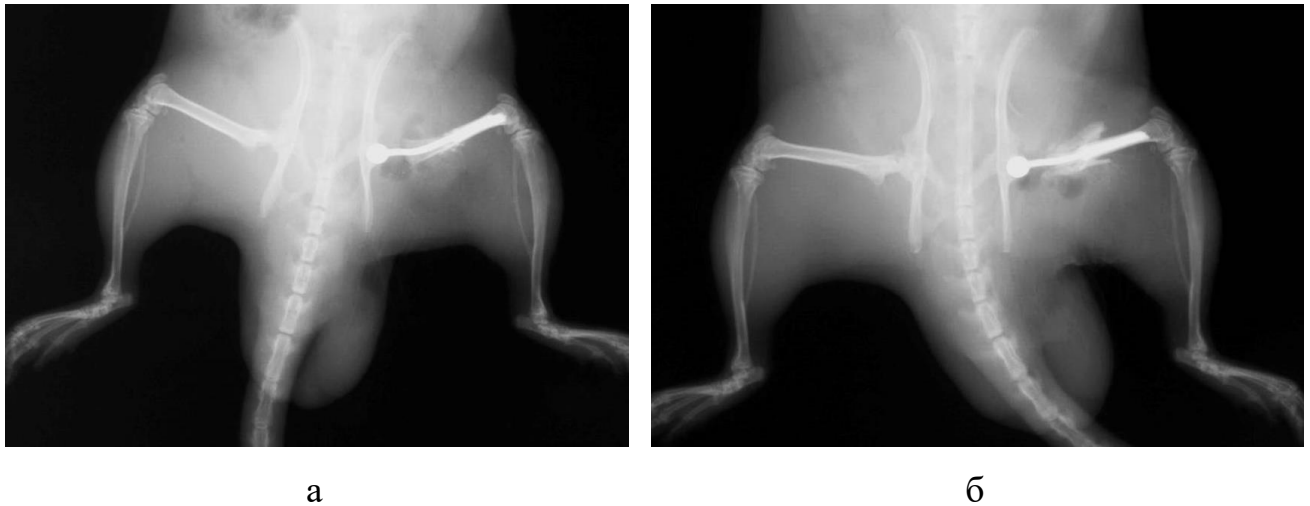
Рентгенограми щурів після експериментального моделювання дефекту верхньої половини стегнової кістки з проведенням його заміщення: а) 1-а група; б) 3-я група.
